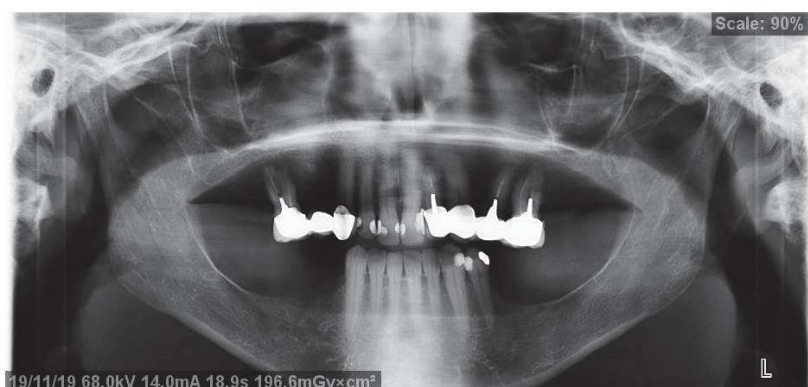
Panoramique et CBCT dentaire objectivant un déficit osseux vertical au niveau des secteurs postérieurs mandibulaire
